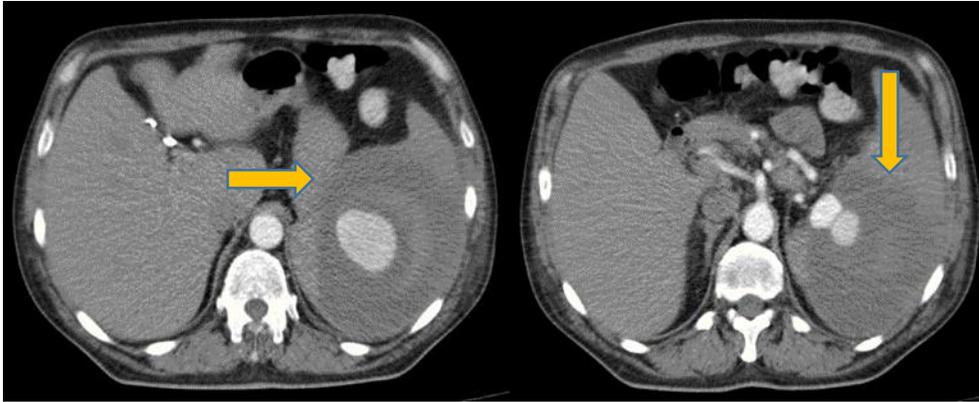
Tomografía computarizada que muestra un absceso esplénico de grandes dimensiones.
